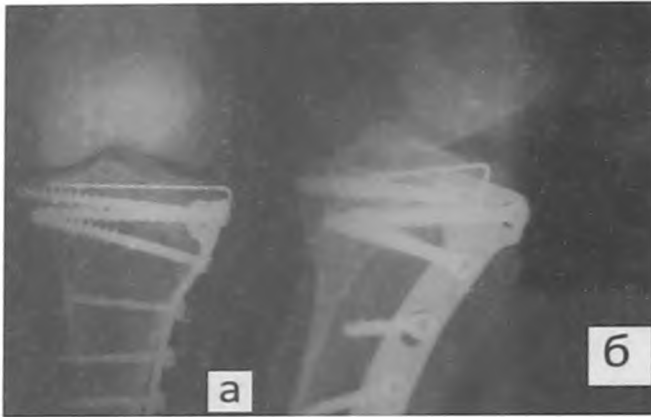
Рентгенограммы больной М., 55 лет, через 3 месяца после операции:
